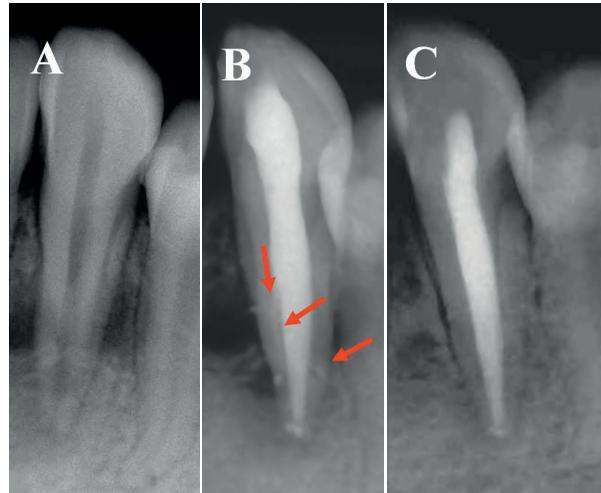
A: Radiografía preoperatoria de un canino inferior con pérdida ósea circunscrita al tercio medio radicular; B: Radiografía posoperatoria inmediata al tratamiento endodóntico, en la que se nota la obturación de varios conductos accesorios (flechas); C: Radiografía posoperatoria a distancia, 2 años y 4 meses después, en la que se distingue una clara neoformación ósea en el área radiolúcida.
